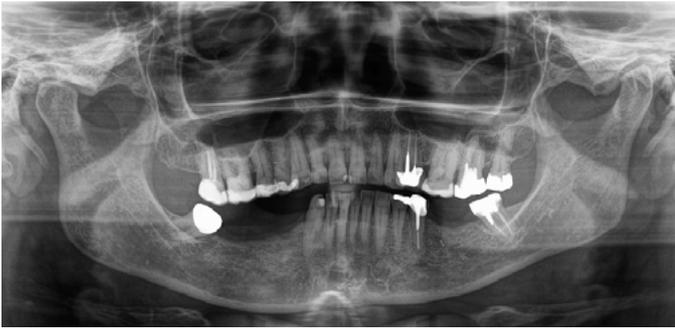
Radiografia panorâmica sugerindo altura suficiente para instalação de implantes nas regiões edêntulas.
